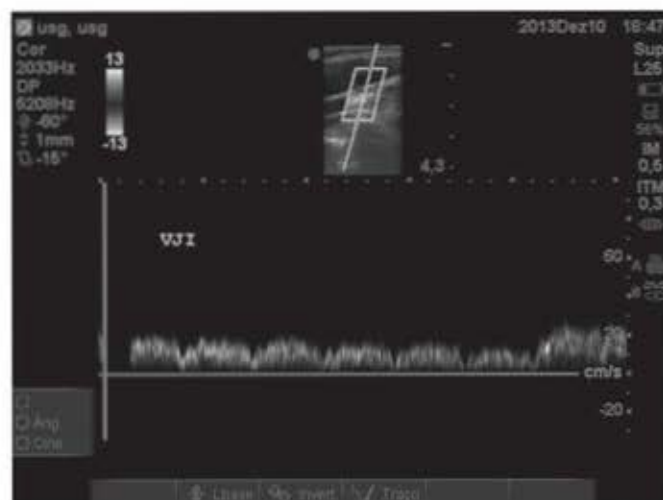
Doppler* espectral da veia jugular interna.
